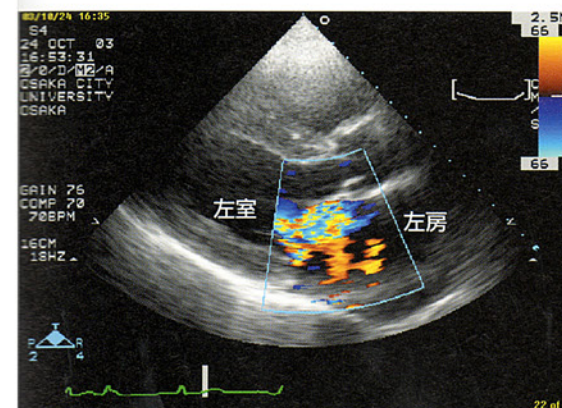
心エコー図, 傍胸骨左室長軸断面層像(カラー Doppler法)
